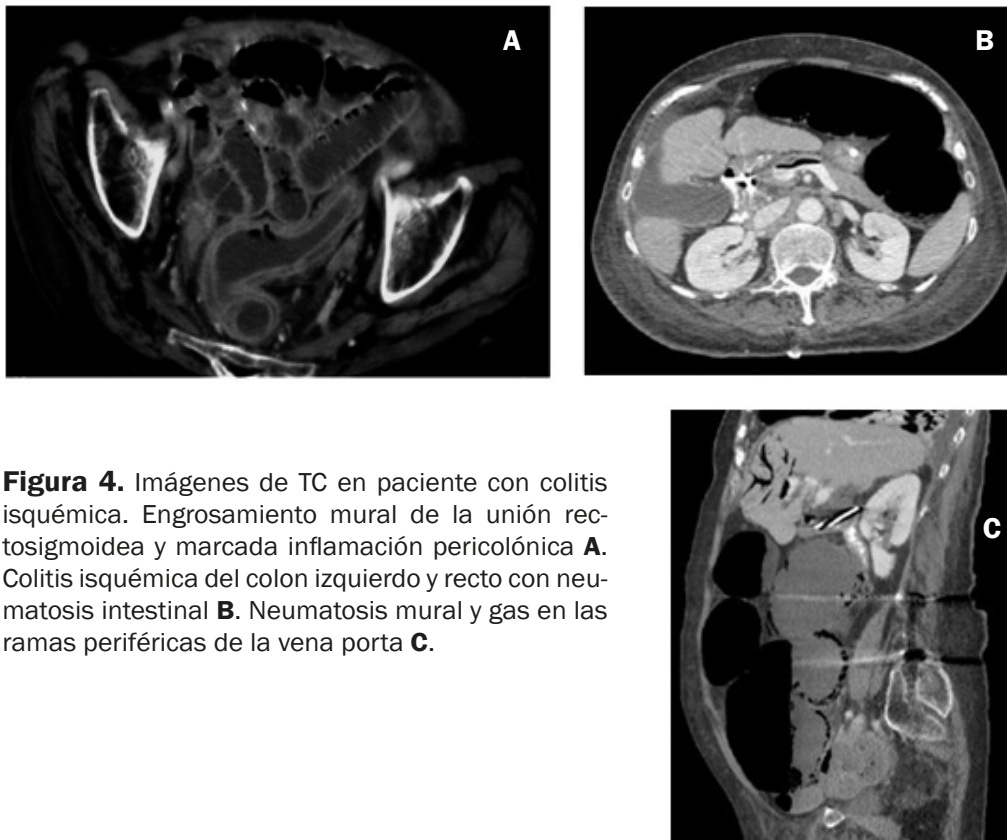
Imágenes de TC en paciente con colitis isquémica. Engrosamiento mural de la unión rectosigmoidea y marcada inflamación pericolónica A. Colitis isquémica del colon izquierdo y recto con neumatosis intestinal B. Neumatosis mural y gas en las ramas periféricas de la vena porta C.
